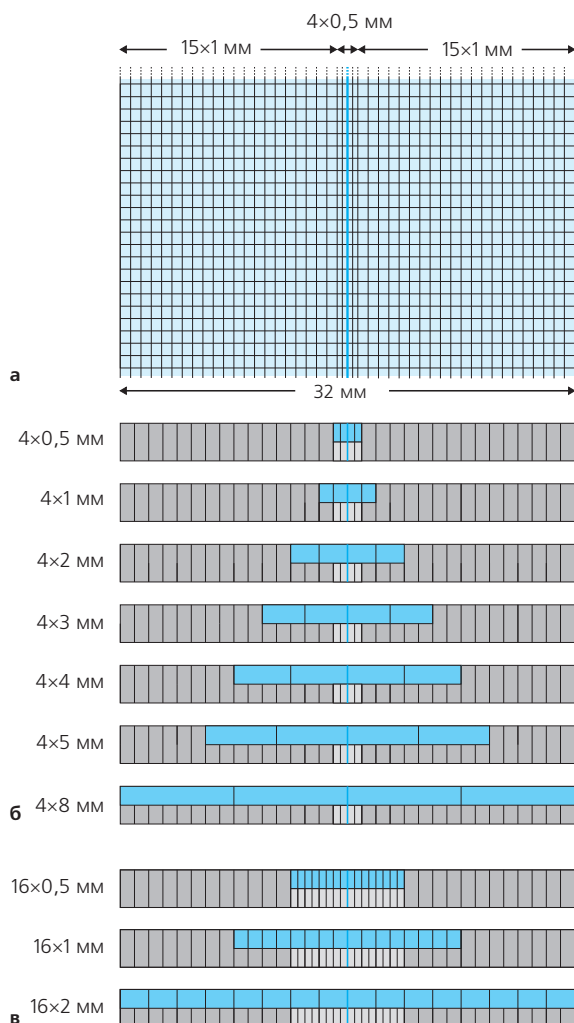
Гибридные детекторы представляют собой матричные детекторы с более тонкими самыми внутренними рядами детекторов (а). Компания Toshiba использует детекторы с покрытием 32 мм, которые позволяют коллимацию от 4×0,5 мм до 4×8 мм (б). Новая конфигурация детекторов для 16-рядного томографа способна обеспечить коллимацию от 16×0,5 мм до 16×2 мм (в).
